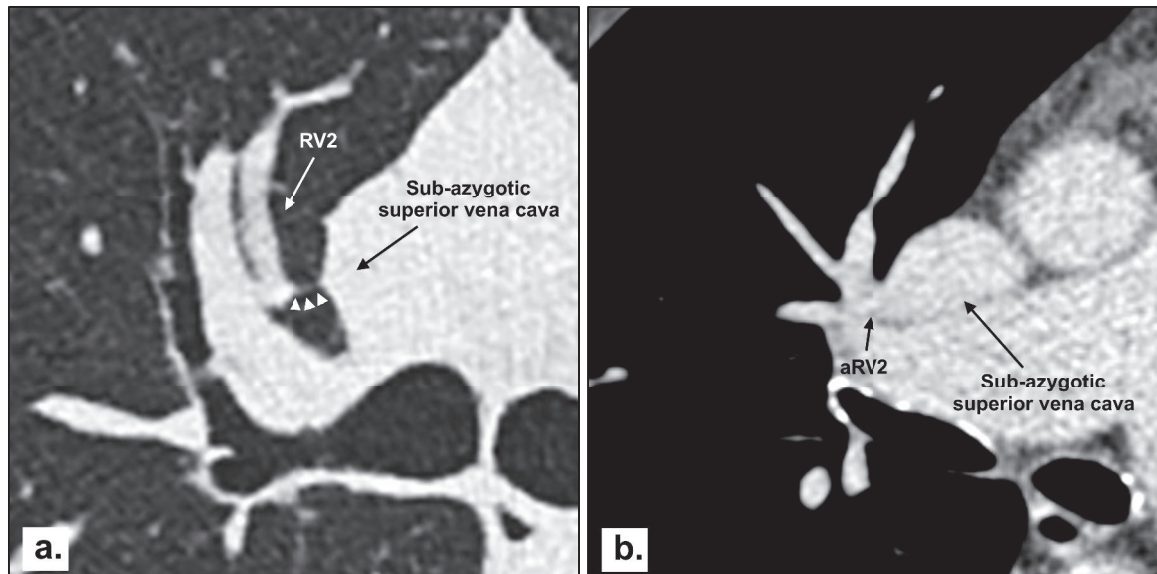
Transverse CT section obtained at the level of the right upper lobe bronchus (lung image; magnified view). Note the presence of a thin, linear hyperattenuating structure (arrowheads) linking RV2 to the mediastinum. The mediastinal attachment of the superior pulmonary ligament is in contact with the lateral border of the sub-azygotic portion of the superior vena cava.
